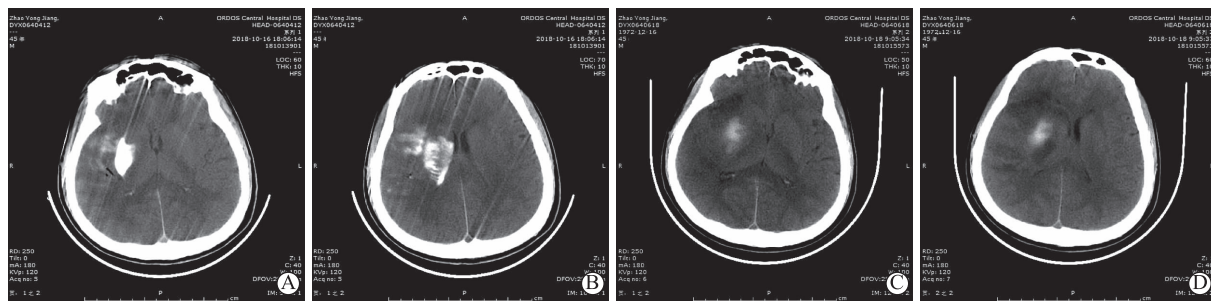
术后复查头颅CT A-B为术后即刻复查头颅CT示右侧基底节高密度影,考虑造影剂滞留可能性大,出血待除外;C-D为术后第48 h复查头颅CT示右侧基底节高密度影较前减少,脑梗死伴少量出血
